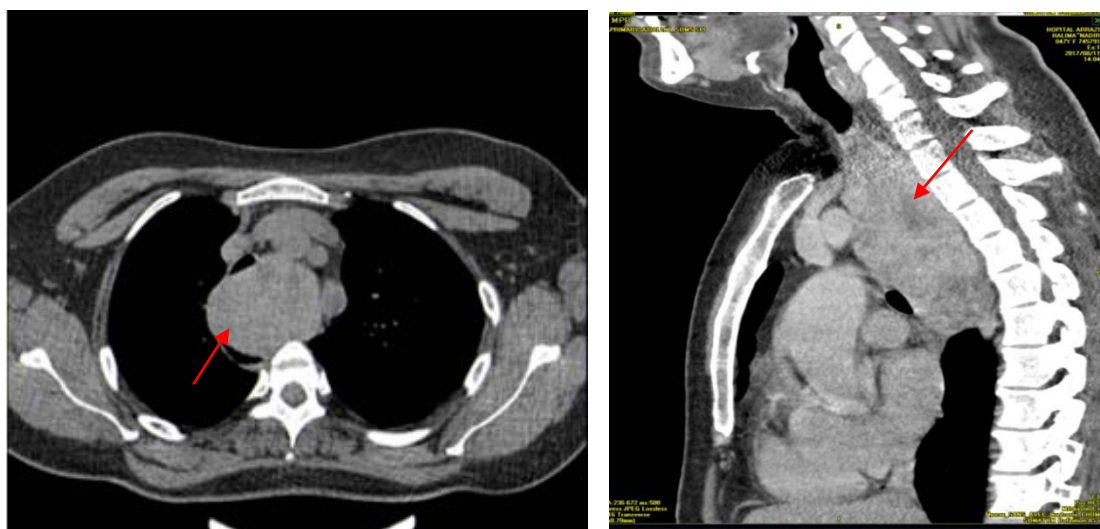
TDM thoracique : Masse du médiastin antéro supérieur et moyen (flèche rouge) refoulant l'axe trachéo-oesophagien et les troncs supra aortiques se continuant avec la loge thyroïdienne → Goitre ectopique
